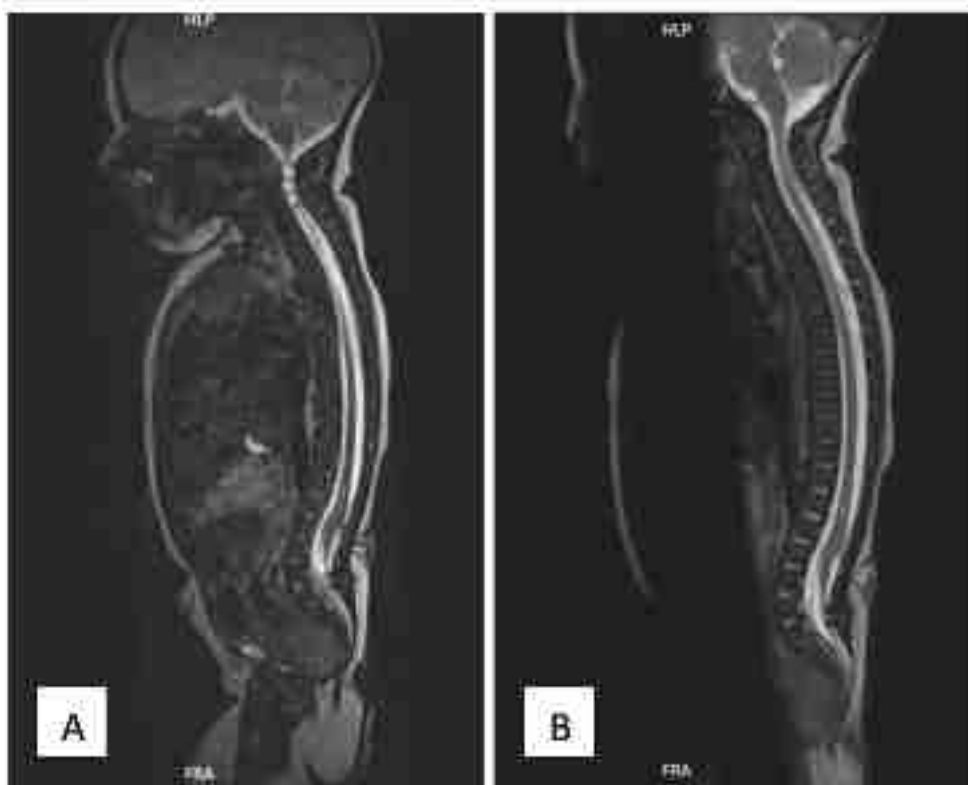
IRM médullaire néonatale en coupe sagittale T2 réalisée le jour de la naissance dont le diagnostic de LDM a été confirmé.
